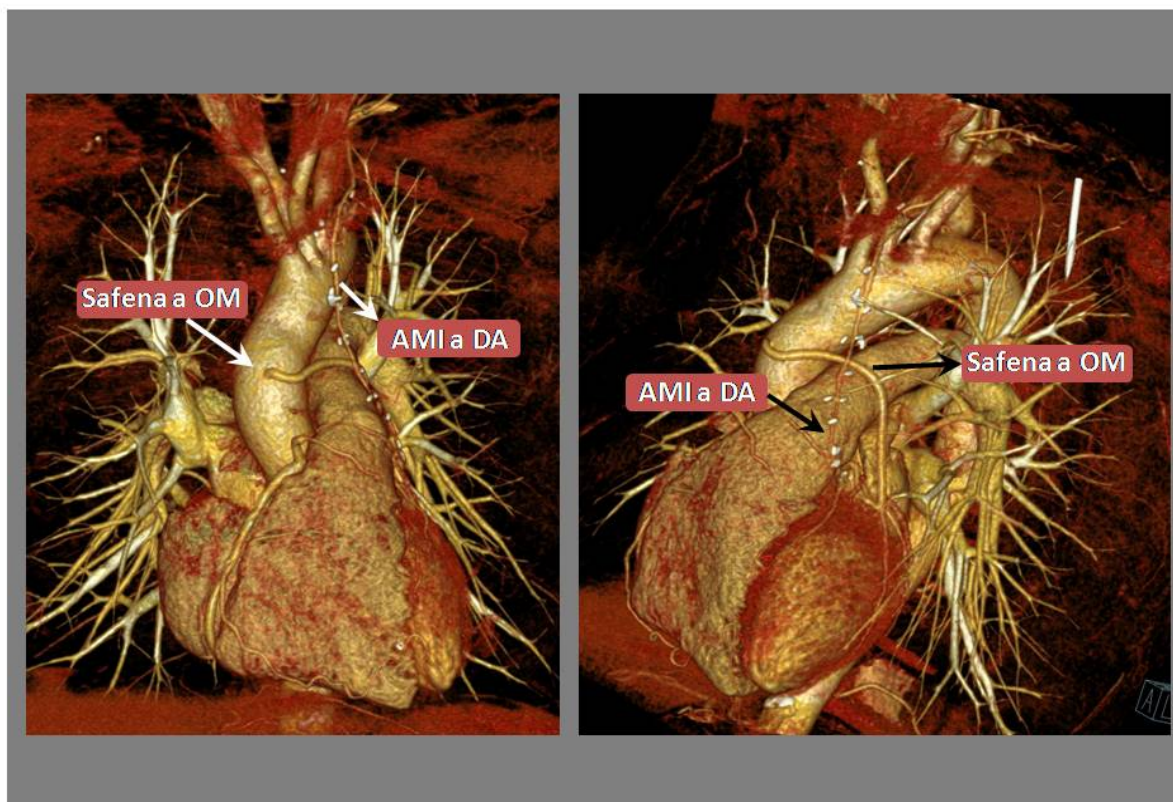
Angio TAC coronario post-cirugía cardíaca, caso 4. Coronaria única con trayecto pre-pulmonar sometida a cirugía de revascularización coronaria. Reconstrucciones 3D donde se pueden ver los puentes de AMI a DA y de Safena a OM permeables (flechas). AMI: Arteria mamaria izquierda. OM: Obtusa marginal. DA: descendente anterior
